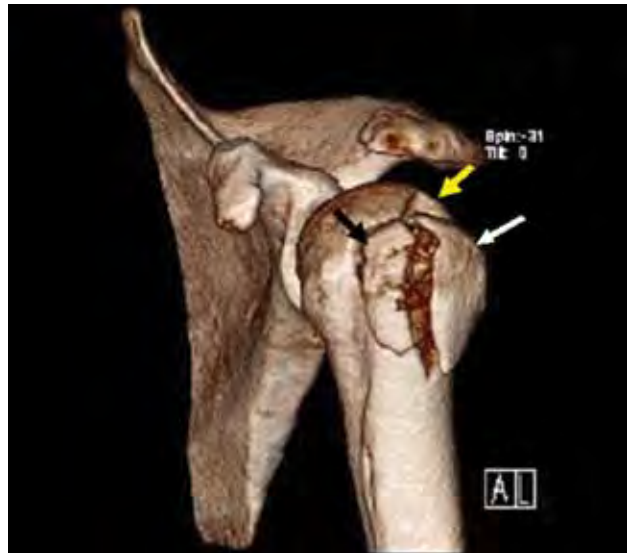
Misma fractura en TAC 3D. Conminuta a 3 fragmentos y desplazada. Flechas: fragmentos óseos.
